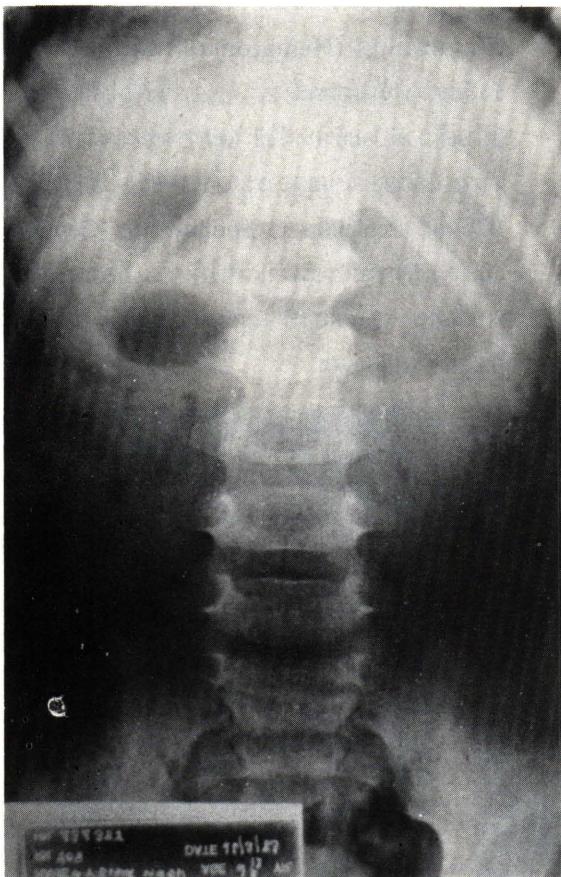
X-Ray Plain abdomen revealed dilatation of stomach and upper part of duodenum with minimal bowel gas in rest of film indicative of obstruction of upper GI tract.
